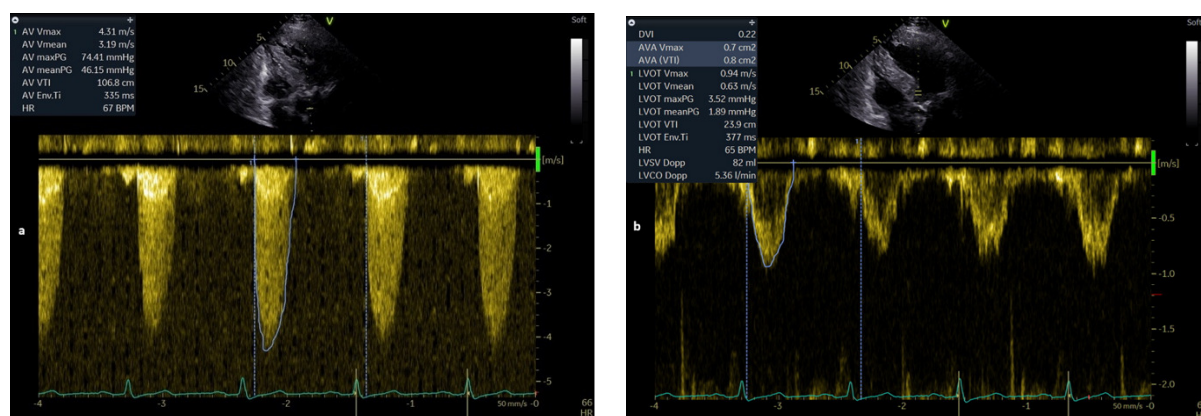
ETT, incidența apical 5 camere. a. Suprapunere Doppler continuu la nivelul valvei aortice cu obținerea anvelopei fluxului transaortic. Se măsoară astfel o viteză maximă a fluxului de 4,3 m/s, o presiune maximă (gradient presional maxim) de 74 mmHg și o presiune medie (gradient presional mediu) de 46 mmHg, corespunzătoare unei stenoze aortice severe. b. Suprapunere Doppler pulsatil la nivelul tractului de ejecție al ventriculului stâng (TEVS) cu măsurarea aceluiași parametri. Utilizând parametrii fluxului aortic și ai fluxului prin TEVS, respectiv diametrul tractului de ejecție VS, ecografii calculează conform ecuației de continuitate aria deschiderii valvei aortice. În acest caz aceasta este de 0.8 cm², corespunzătoare stenozei aortice severe.
